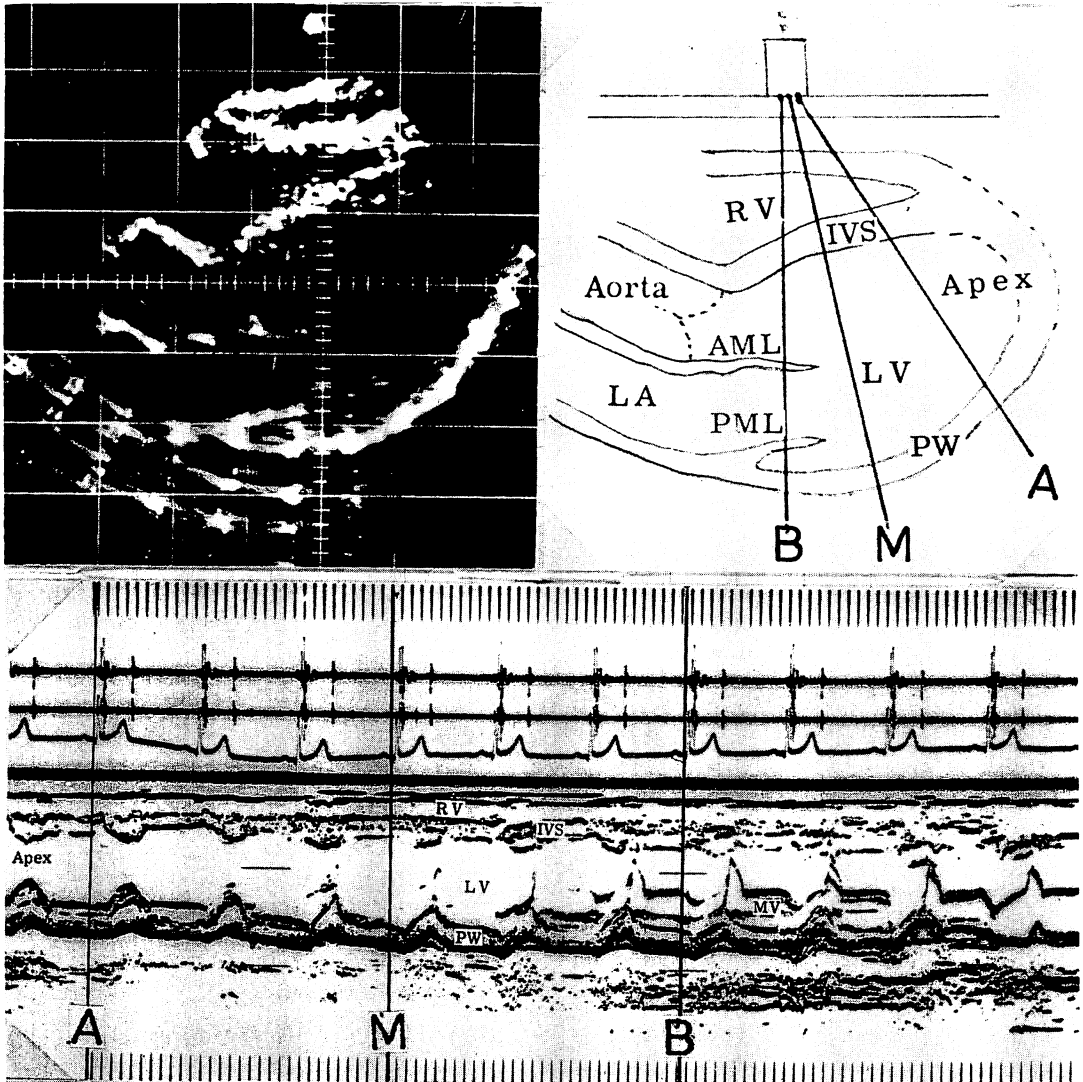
Demonstration of 3 main directions of echocardiographic measurement of the ventricular wall thickness.
